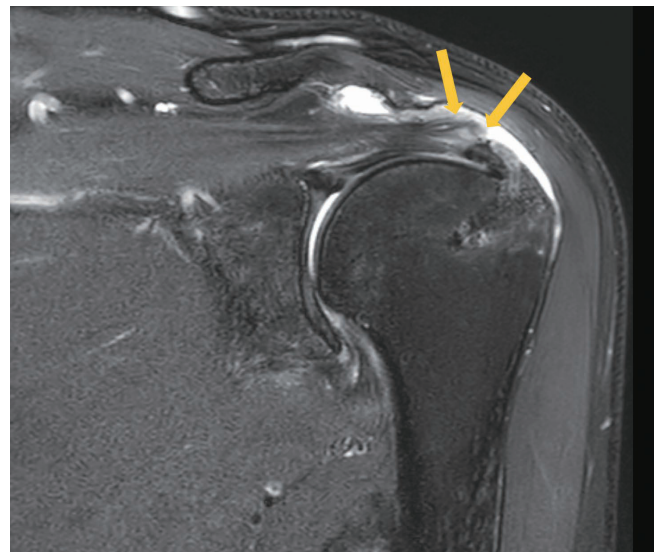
Oblique coronal fat-saturated T2-weighted image (TR/TE = 3200/80) of a 63-year-old male 2 months post-operatively following rotator cuff repair shows a partial thickness bursal re-tear (arrows) of the supraspinatus tendon without symptoms. TE = time to echo, TR = time to repetition
